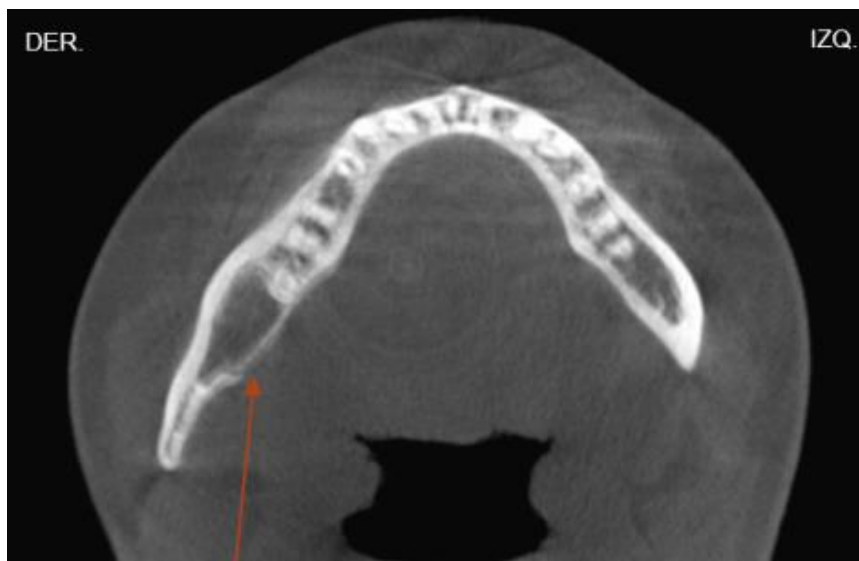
Tomografía computarizada. Corte axial.
